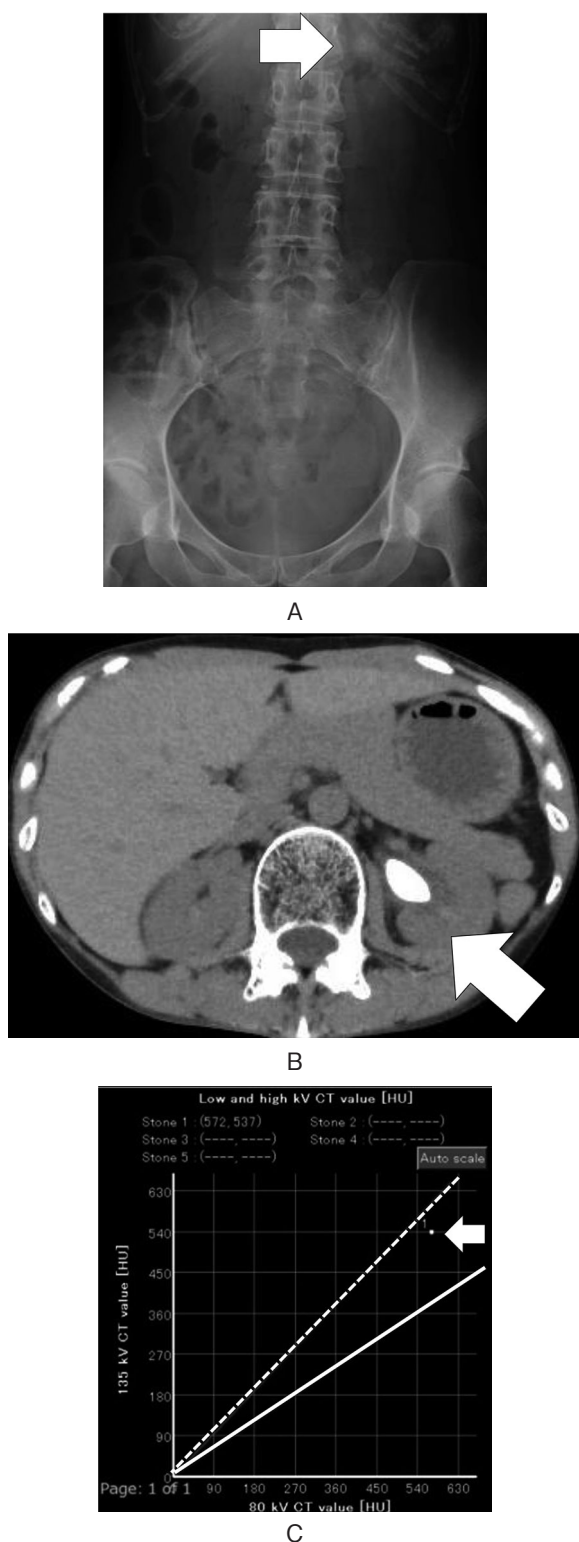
A: The stone was faintly observed in kidney-ureter-bladder X-ray (arrow). B: Computed tomography showed a left kidney stone measuring 18×12 mm (arrow). C: Dual-energy computed tomography showed that the left kidney stone was composed of uric acid (arrow). The dashed line represents the approximate line for uric acid stones. The line represents the approximate line for calcium stones.
